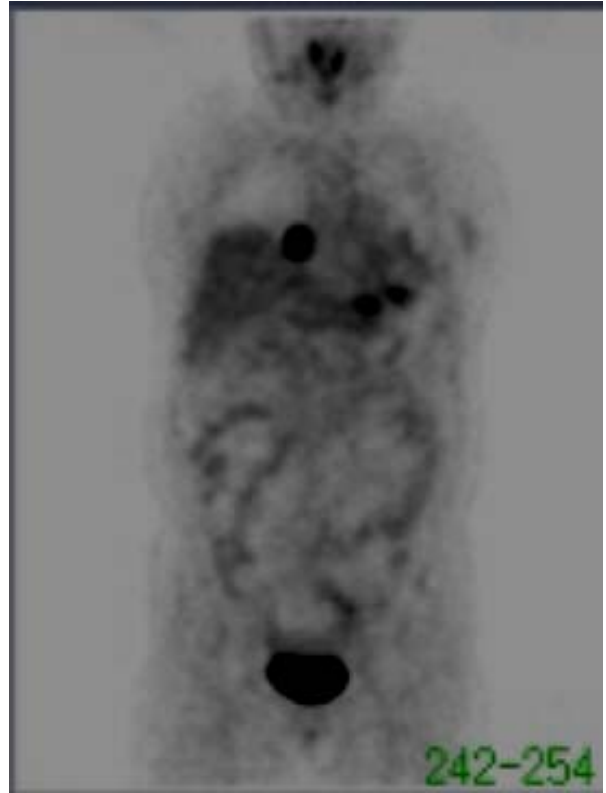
FDG-PET scan reveals multifocally increased FDG uptake foci along the right side pericardium and left lower pleural surfaces, suggestive of malignant tumorous condition.
